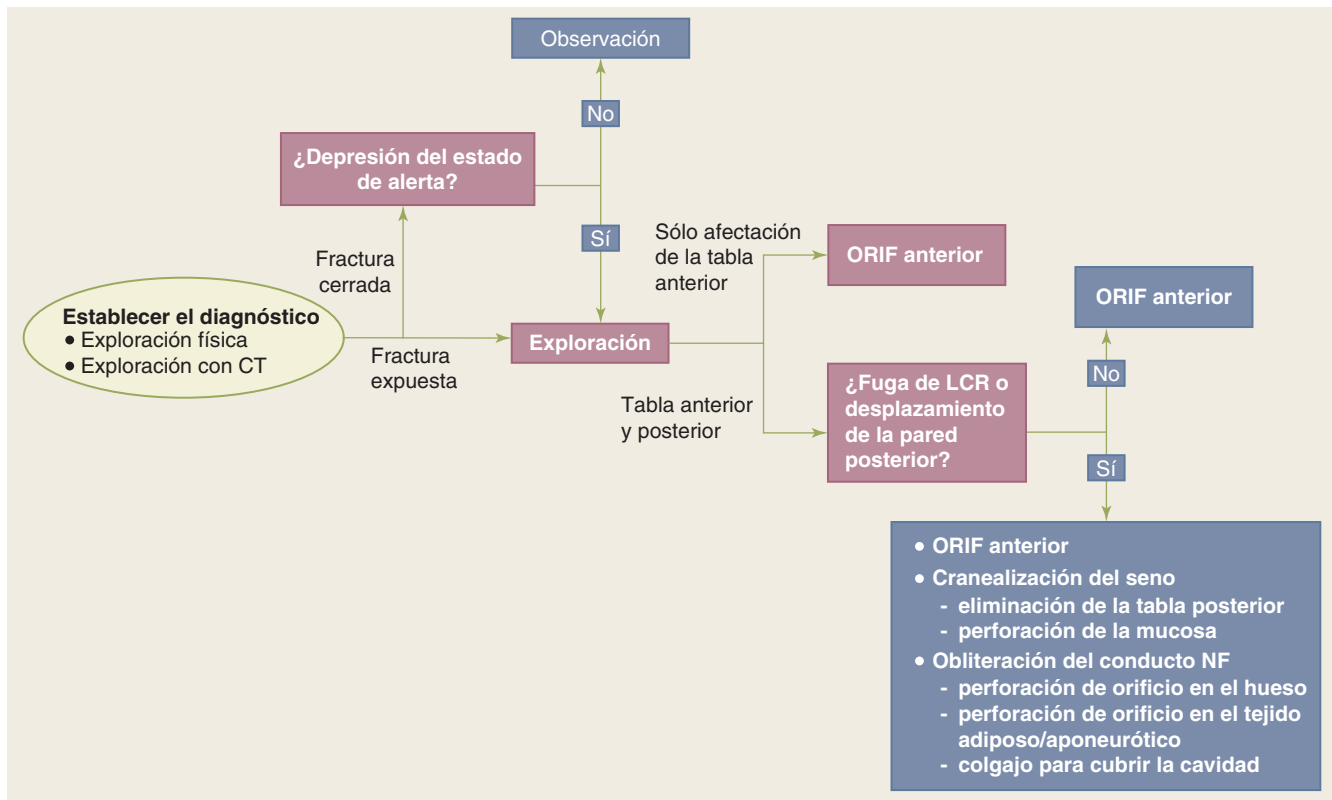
Algoritmo para el tratamiento de las fracturas del seno frontal. LCR, líquido cefalorraquídeo; CT, tomografía computarizada; NF, nasofrontal; ORIF, reducción abierta con fijación interna.
